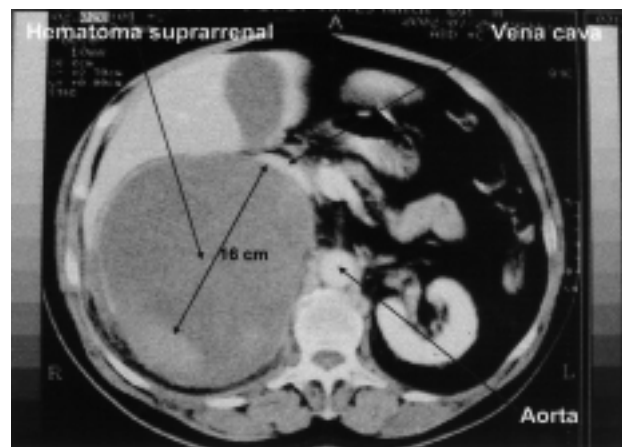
TAC de urgencia que muestra hematoma retroperitoneal dependiente de glándula suprarrenal derecha y vena cava rechazada anteriormente.
